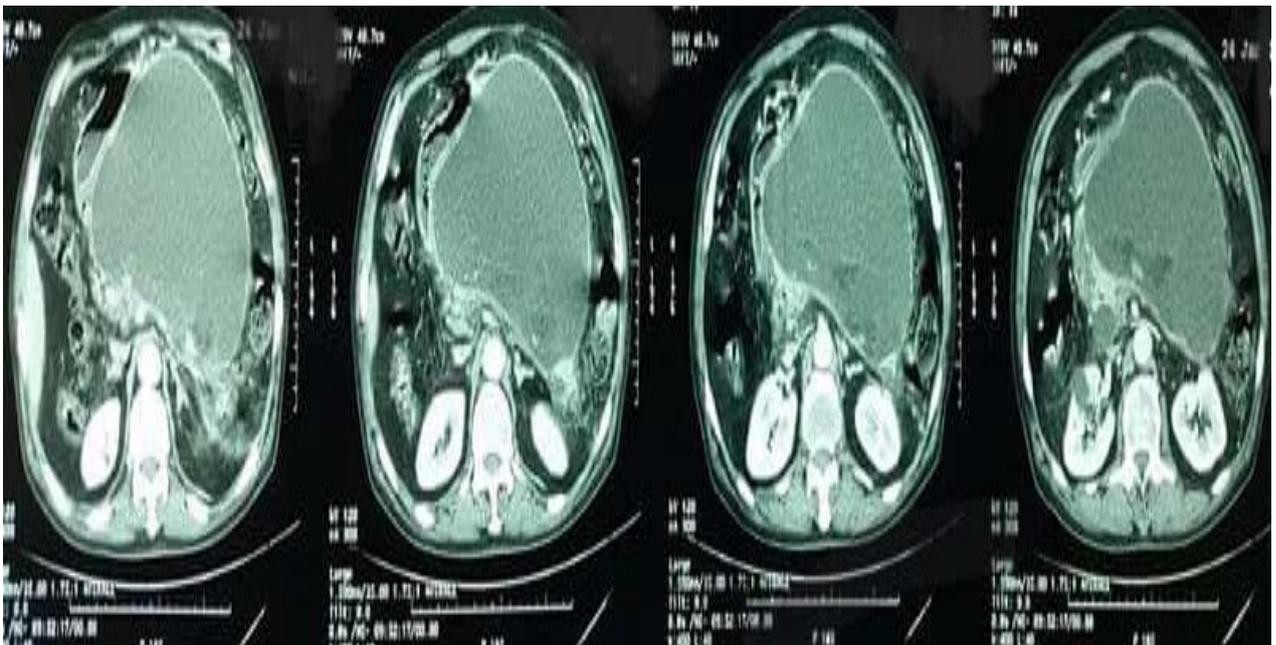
Patient de notre série chez qui la TDM objectivé un volumineux PKP post pancréatitique isthmocorporeal refoulant l'estomac.
